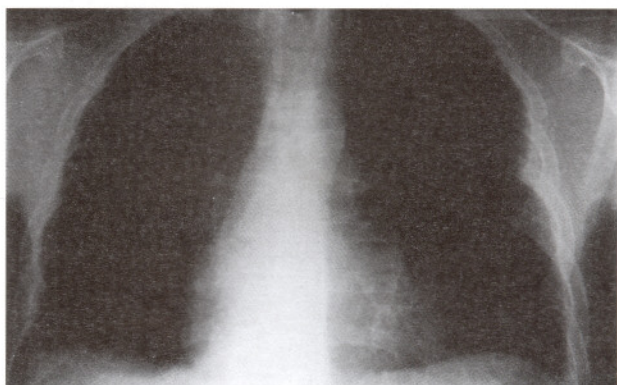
Radiografia do tórax (PA) mostrando o desaparecimento do derrame pleural, três semanas após o final do tratamento.
